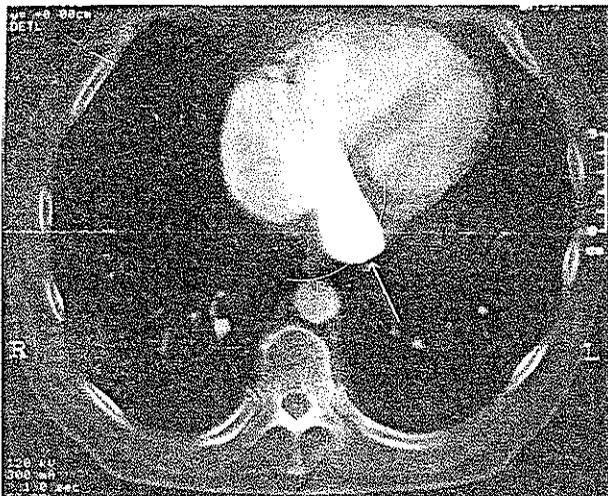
Corte axial de tomografía computada helicoidal que muestra la vena cava superior izquierda drenando en el seno coronario (flecha recta).
